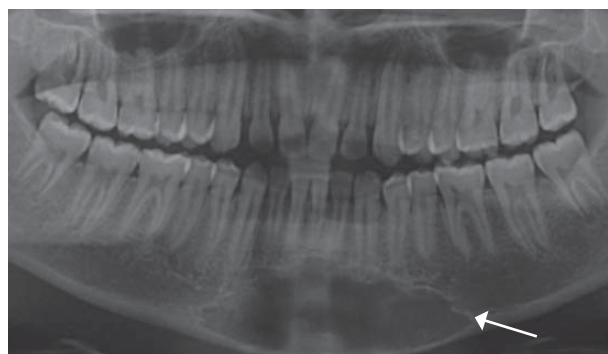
Ortopantomografía que muestra lesión radiolúcida en región ósea de mentón.
